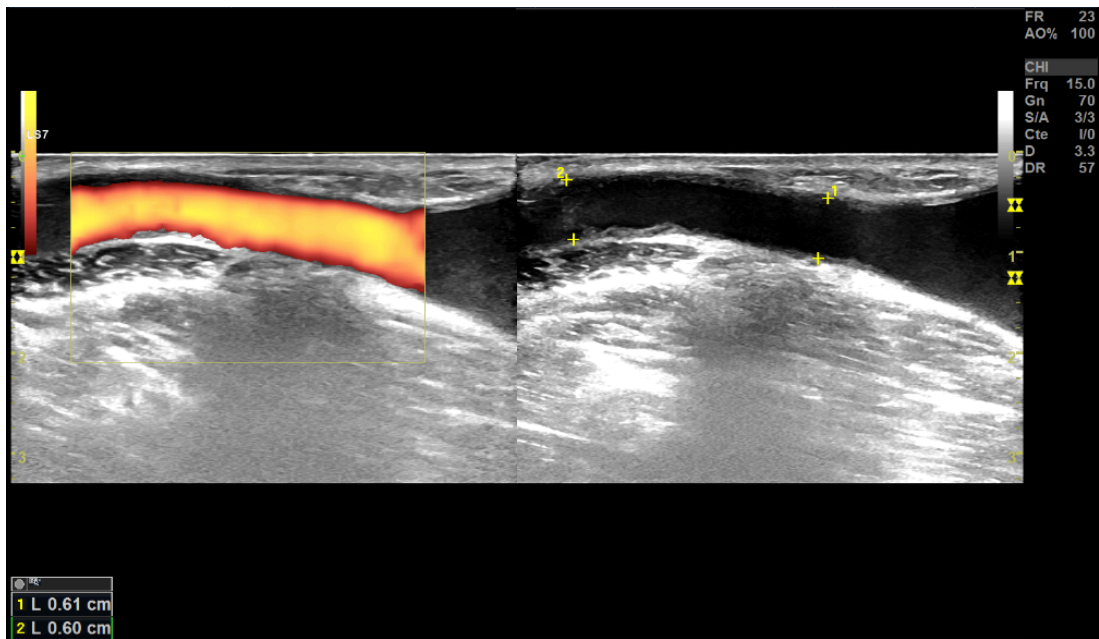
Échodoppler mode B et mode énergie, montre le rétablissement du calibre de la veine à 6mm
